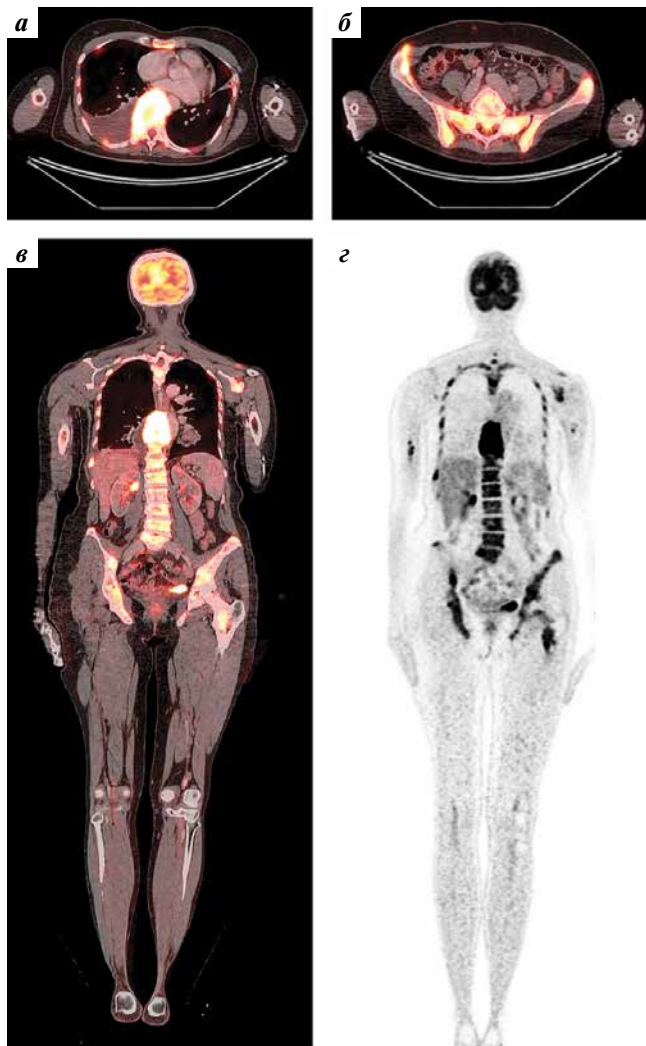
Результаты позитронно-эмиссионной томографии, совмещенной с компьютерной томографией, с ^{18}F -фтордезоксиглюкозой до лечения: а – наличие гиперметаболической однородной гипervasкулярной опухолевой ткани в заднем средостении с деструкцией тела Th9, правосторонний большой выпот в плевральной полости за счет инвазии опухолью плевральных листков (горизонтальный срез на уровне Th9); б–г – множественное метастатическое поражение костей скелета
